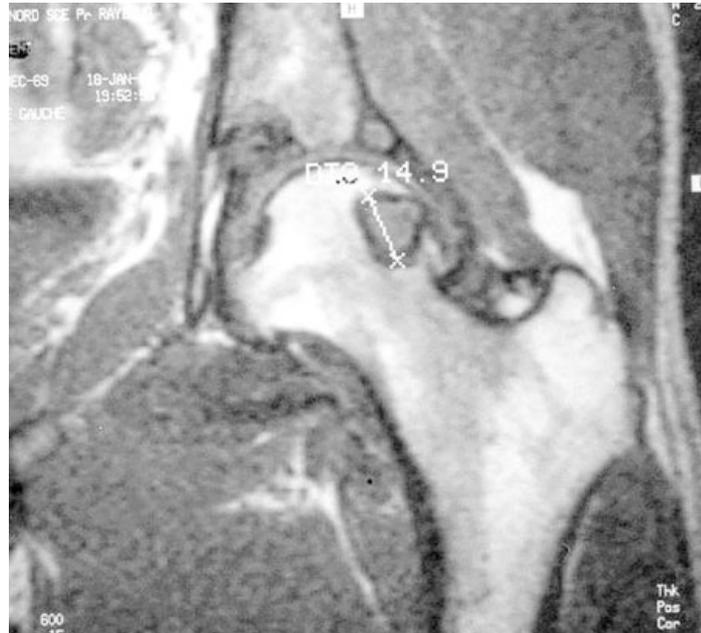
Image IRM typique avec bas signal et hyperplasie synoviale.
